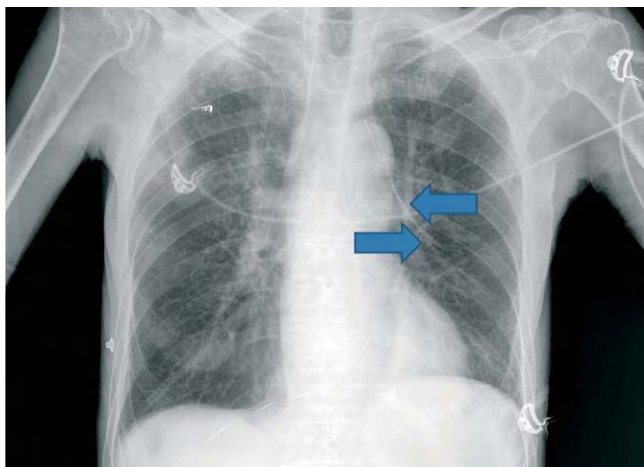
Radiografía de tórax de control.
